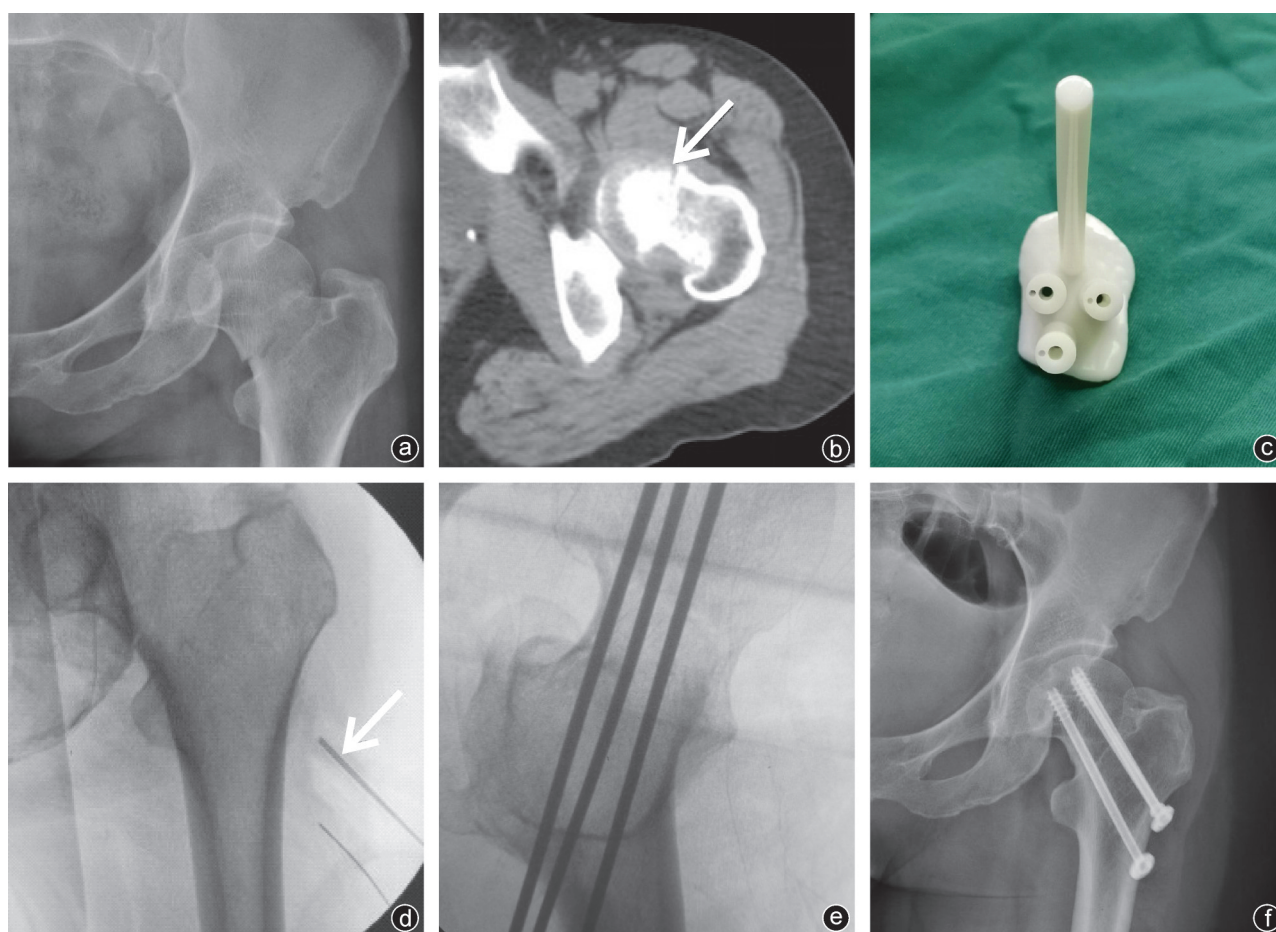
观察组病人手术前后影像学资料及术前打印的导向定位导板(女,49岁,因车祸伤致左髋关节疼痛伴活动受限4 h入院) a:术前X线片;b:术前CT(箭头所指为骨折线);c:术前3D打印的导向定位导板;d:术中克氏针辅助定位(箭头所指为模型导向孔);e:术中透视轴位片,观察导针定位位置;f:术后复查X线,骨折复位良好,置钉位置合适
